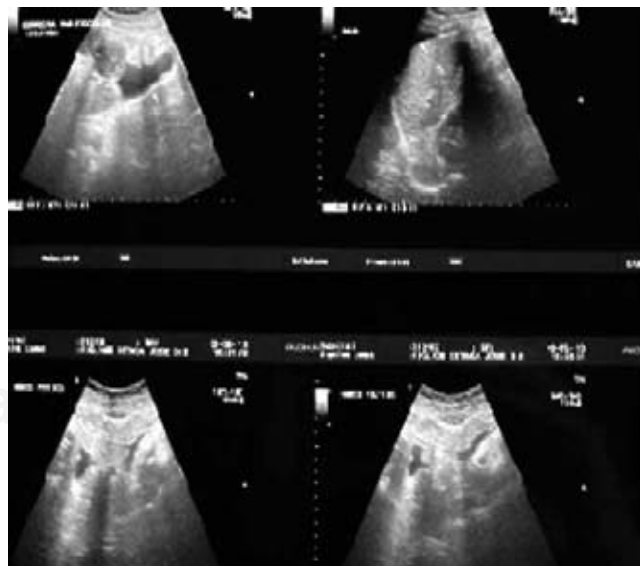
USG de abdomen en el que se evidencia líquido en hueco pélvico y correderas parietocólicas.
